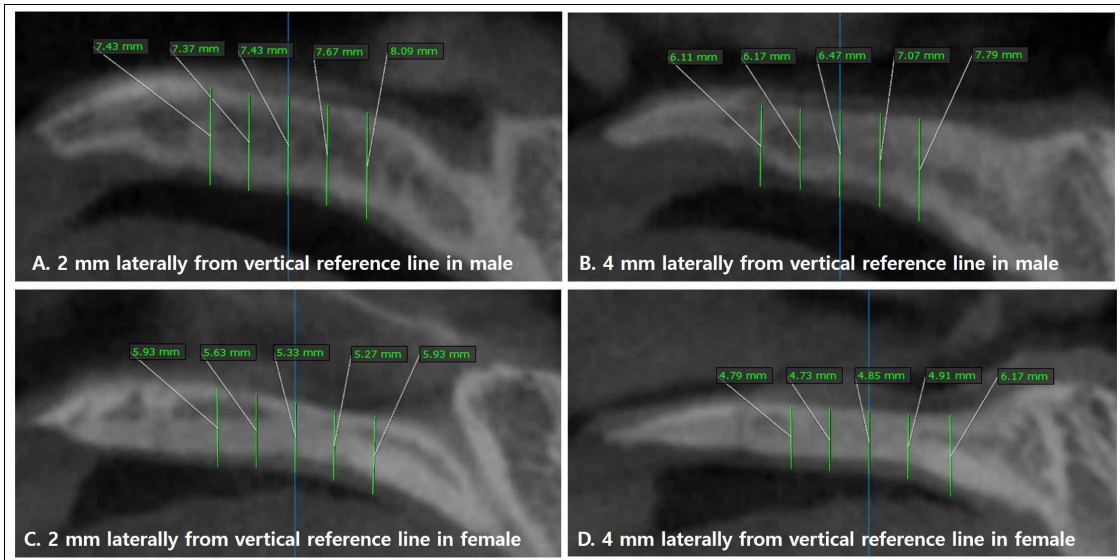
Sagittal CBCT images showing typical tendency of the palatal thickness including the bone and the soft tissue at 2 mm and 4 mm laterally from the antero-posterior reference line in male and female.
